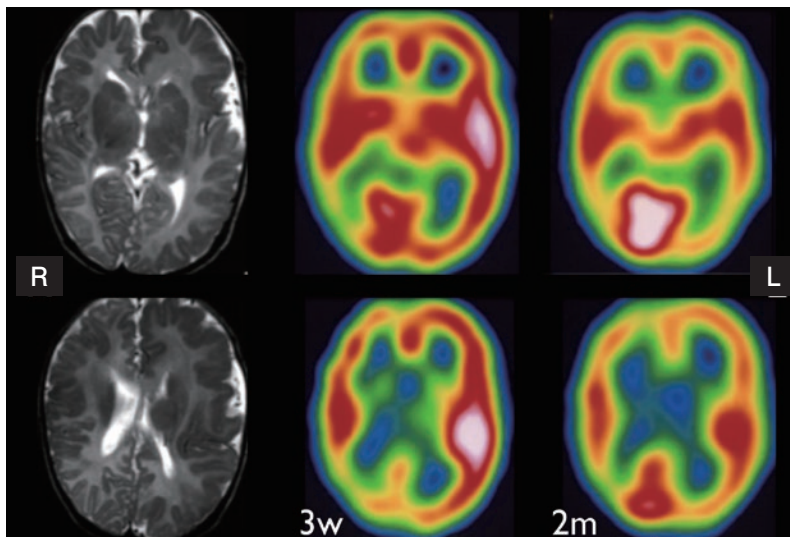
皮質形成異常のcBZPR SPECT画像の乳児期変化
